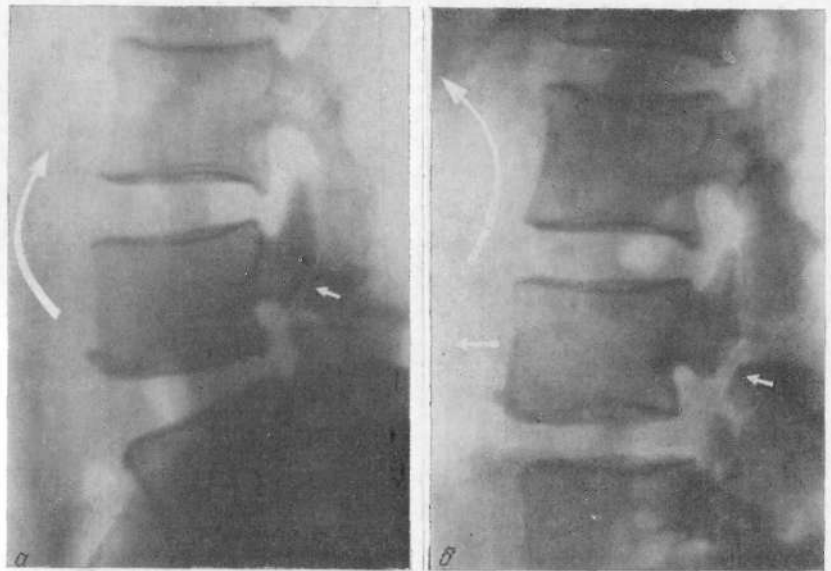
Функциональная рентгенография при спондилолистезе.
